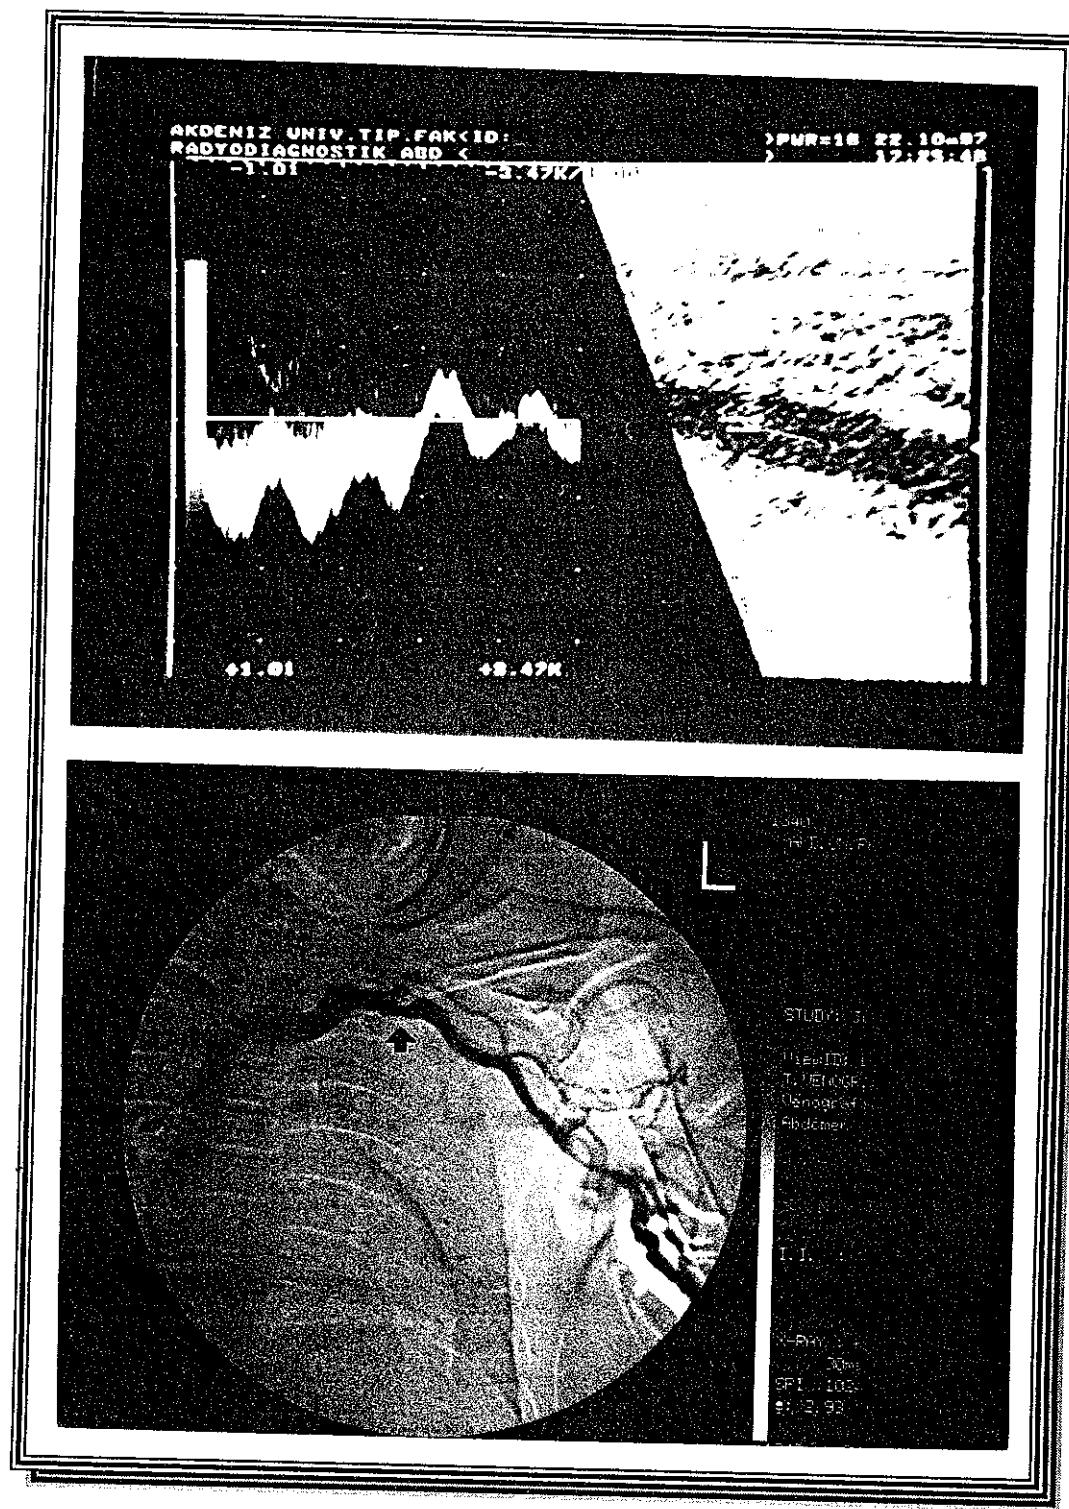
A, B-mode US de aksiller ven oklüze görünümde. Venografide benzer şekilde sol aksiller vende oklüzyon ve distalinde tromboza bağlı zayıf ve defektif dolum izleniyor.
